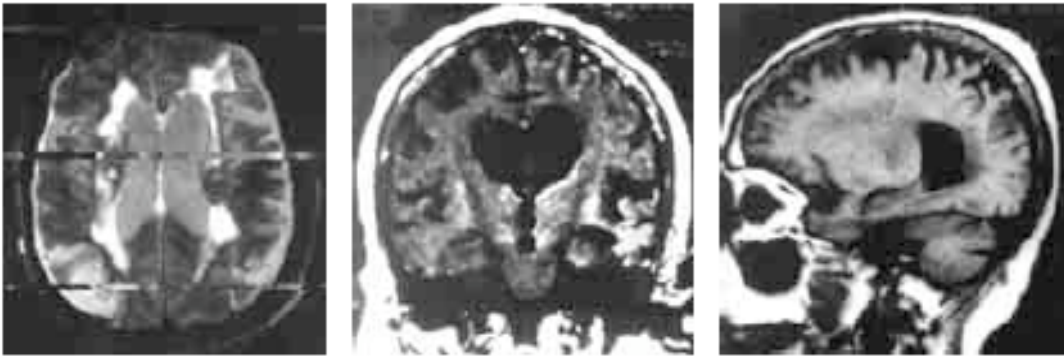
Resonancia magnética nuclear de cráneo. La primera imagen corte axial T2, la cual muestra atrofia cerebral, dilatación ventricular y áreas periventriculares de leucoaraiosis. La segunda imagen, corte coronal, muestra atrofia de ambos hipocampos y de la región infero-lateral de los lóbulos temporales, además de disminución importante del volumen cerebral. La tercera imagen, corte sagital, muestra atrofia cerebral, disminución del hipocampo derecho y del volumen cerebral. ⁽¹³⁾
